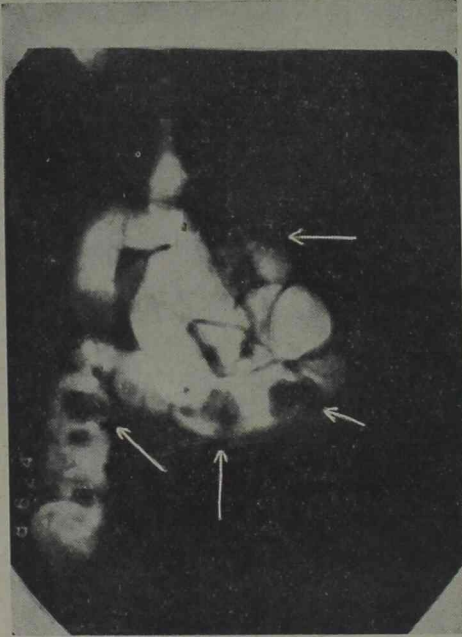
Radiografía de intestino grueso, previa enema con mezcla opaca. Se comprueba a nivel del ciego y del colon ascendente y transversal imágenes redondeadas bien delimitadas —señaladas con las flechas— que corresponden a los quistes neumáticos.
